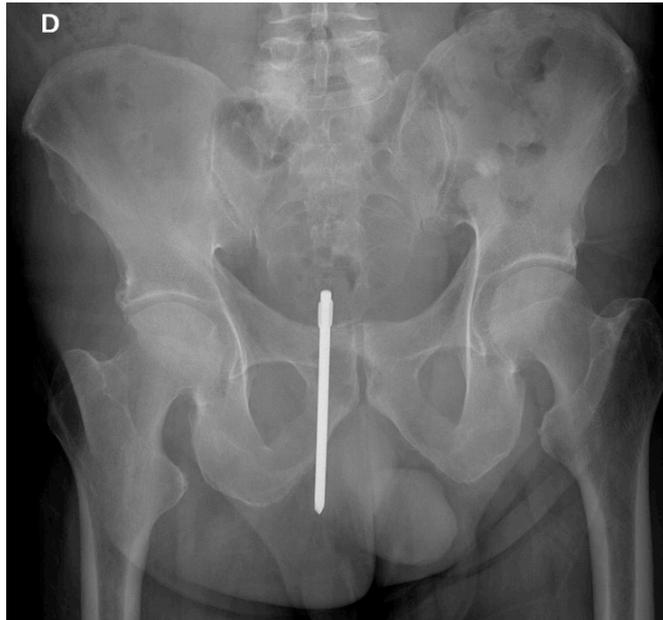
Radiografía de pelvis anteroposterior. En la excavación pelviana es visible imagen lineal radiopaca con punta orientada hacia caudal compatible con elemento metálico del destornillador.
